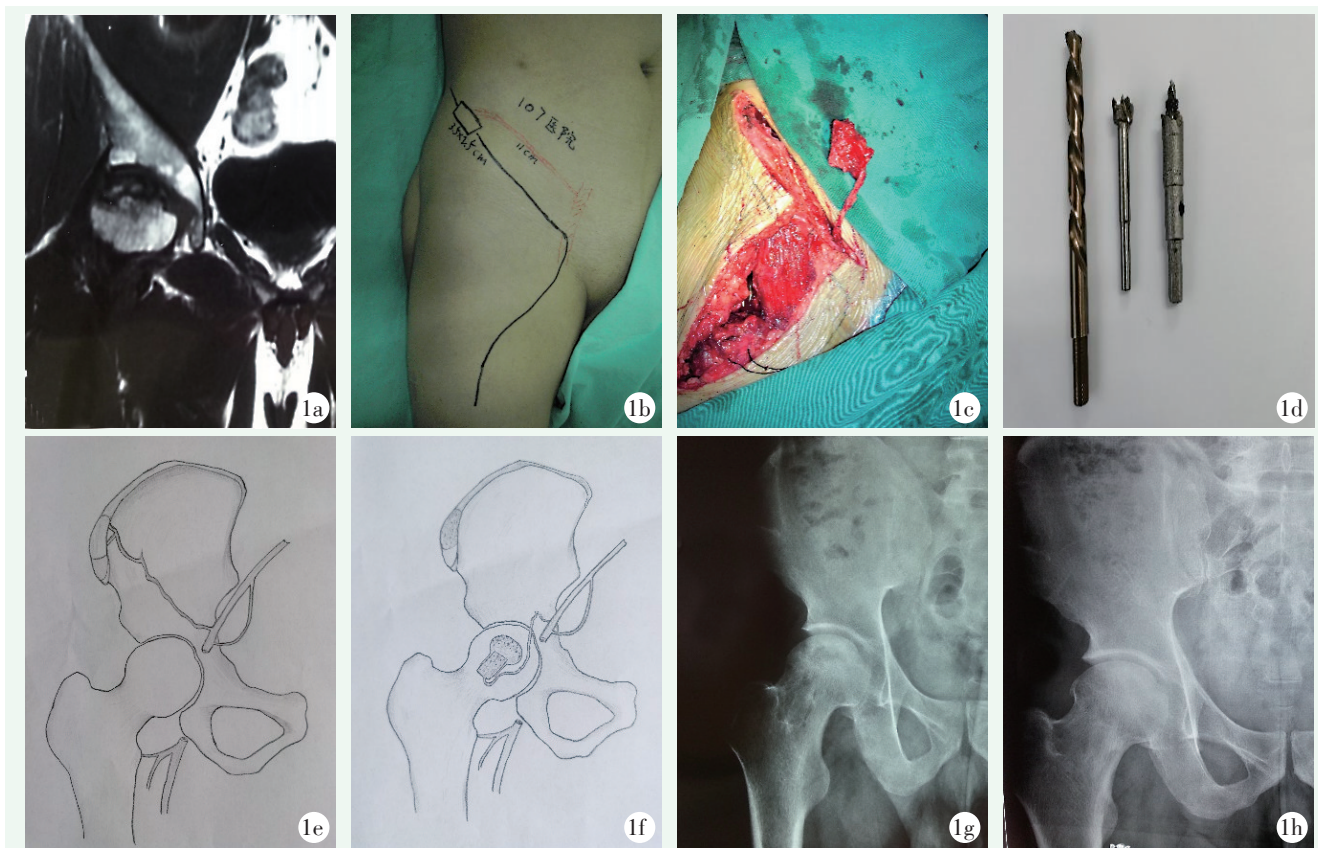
患者男性, 37 岁。1a: 术前冠状位 MRI 显示右侧股骨头坏死; 1b: 术前标记改良 Smith-Peterson 切口; 1c: 术中游离带血运髂骨块, 髂骨块渗血明显; 1d: 自制改进的钻头; 1e, 1f: 骨骼块与血管走行模式图; 1g: 术后 X 线片示植骨充分, 股骨头形态好; 1h: 术后 1 年 X 线片示关节间隙正常, 关节面平整。
